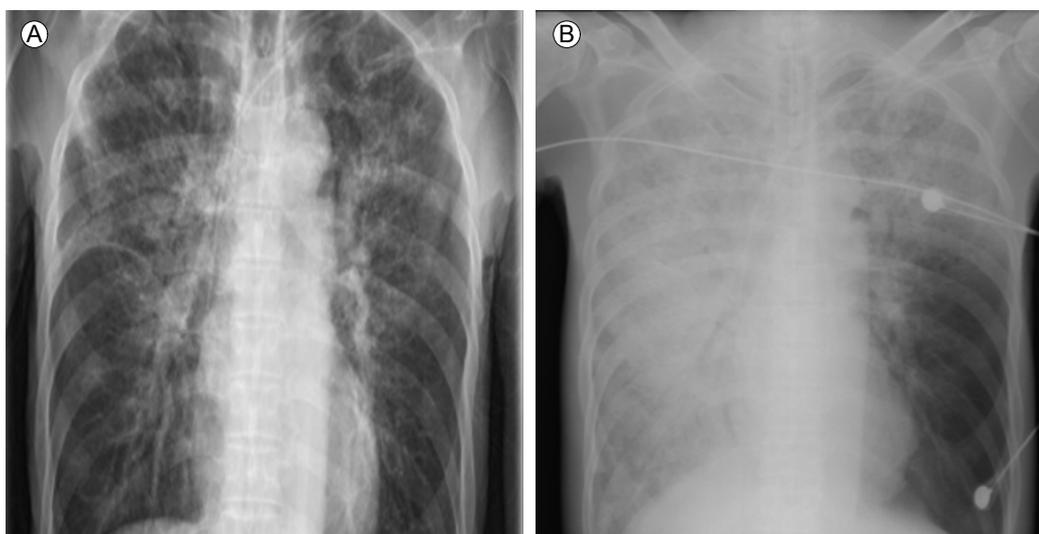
(A) Initial chest radiograph shows a mixed, patchy, ground-glass opacity and consolidation of both upper lobes. (B) Follow-up chest radiograph performed on the third day of ICU admission reveals marked aggravation of parenchymal consolidation of both upper lobes, with extension to the right lower lobe.
